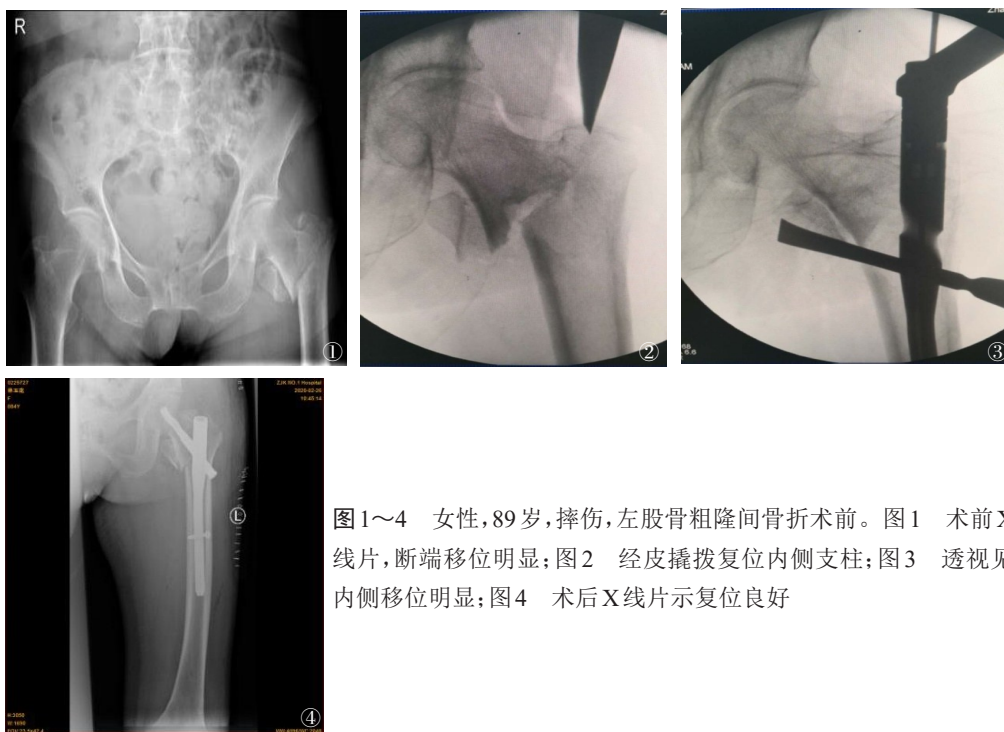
~4 女性,89岁,摔伤,左股骨粗隆间骨折术前。图1 术前X线片,断端移位明显;图2 经皮撬拨复位内侧支柱;图3 透视见内侧移位明显;图4 术后X线片示复位良好
